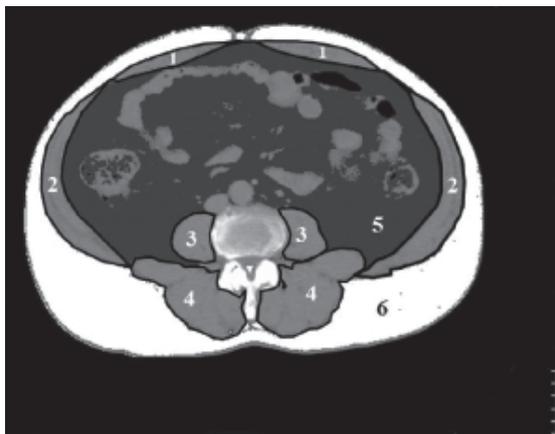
腹部CTに基づく腹部骨格筋群（腹直筋（1）、腹斜筋（2）、腸腰筋（3）、脊柱起立筋（4））および内臓脂肪（5）、皮下脂肪（6）の横断面積（CSA）定量方法。
